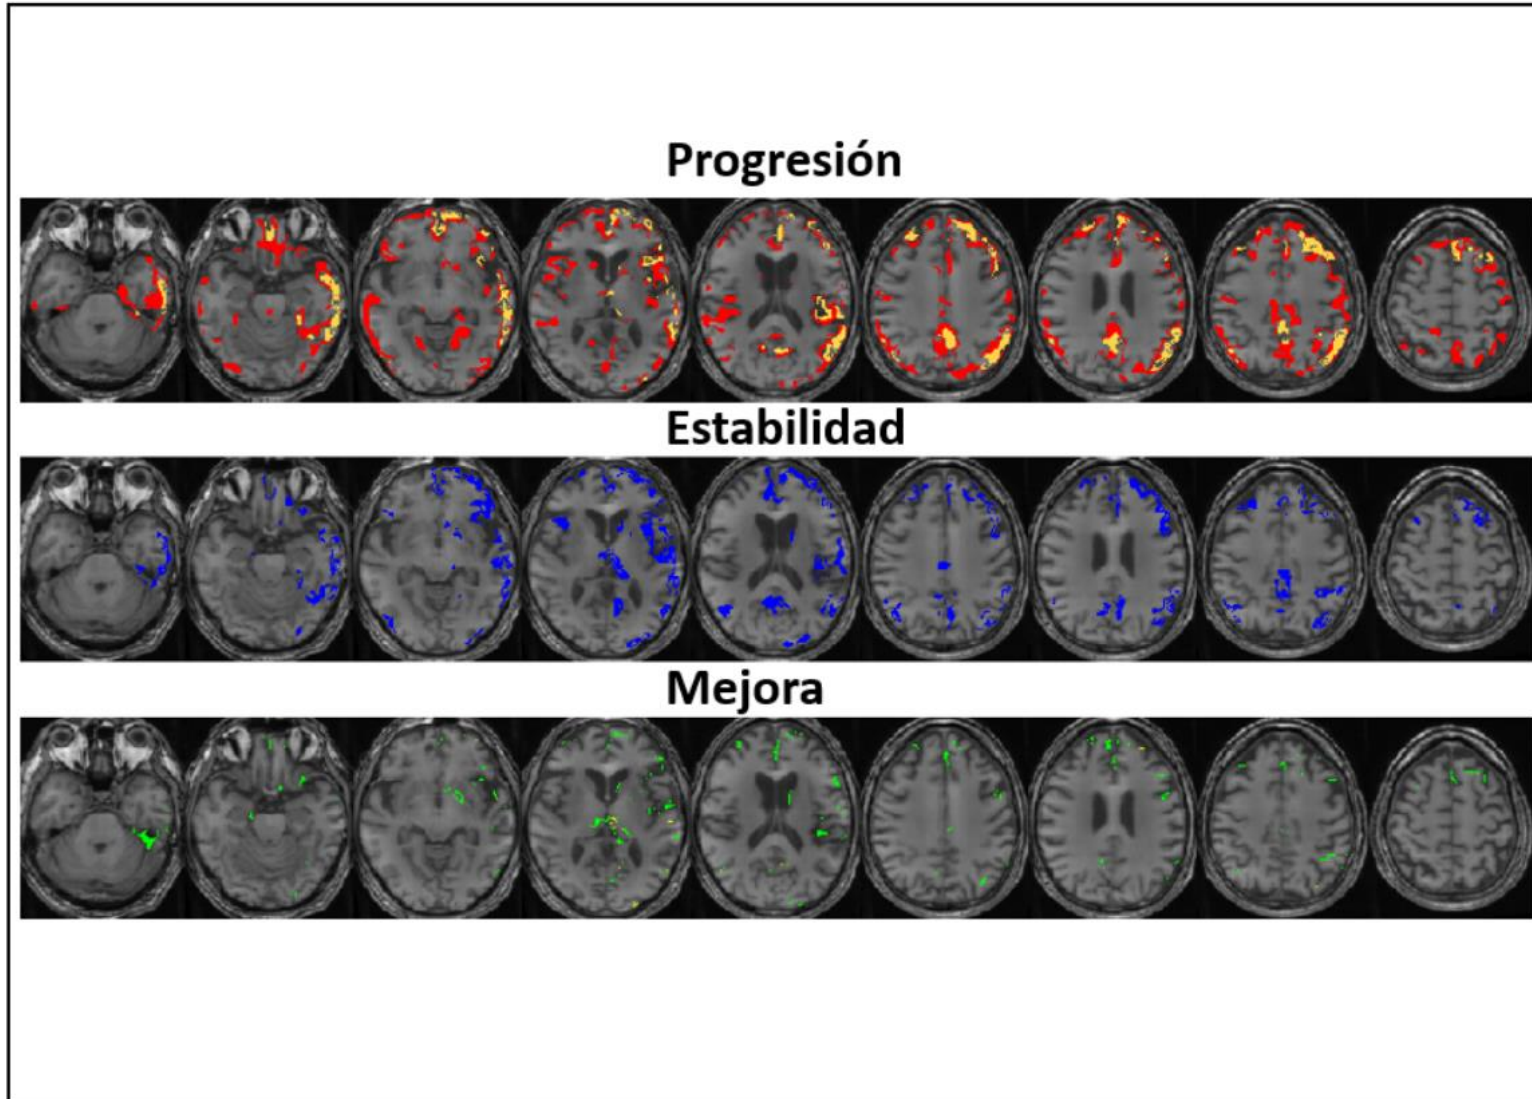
Acompañando a las imágenes originales, se muestran por separado las imágenes paramétricas correspondientes al cambio metabólico entre los dos puntos temporales del PET entre M0 y M14. En la fila superior, vemos aquellos vóxeles con progresión de metabolismo (Progresión), en la fila intermedia vemos aquellos vóxeles que han permanecido estables (Estabilidad) y finalmente en la última fila aquellos vóxeles que han mejorado el metabolismo (Mejora).
